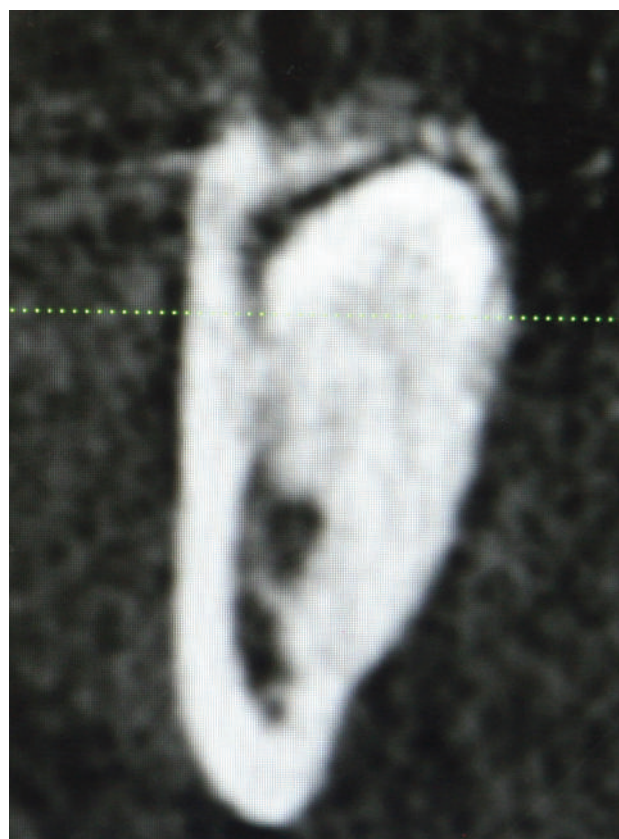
Снимок конусно-лучевой томографии показывает ход нижнечелюстного нерва, проходящего через среднюю треть корней третьего моляра
